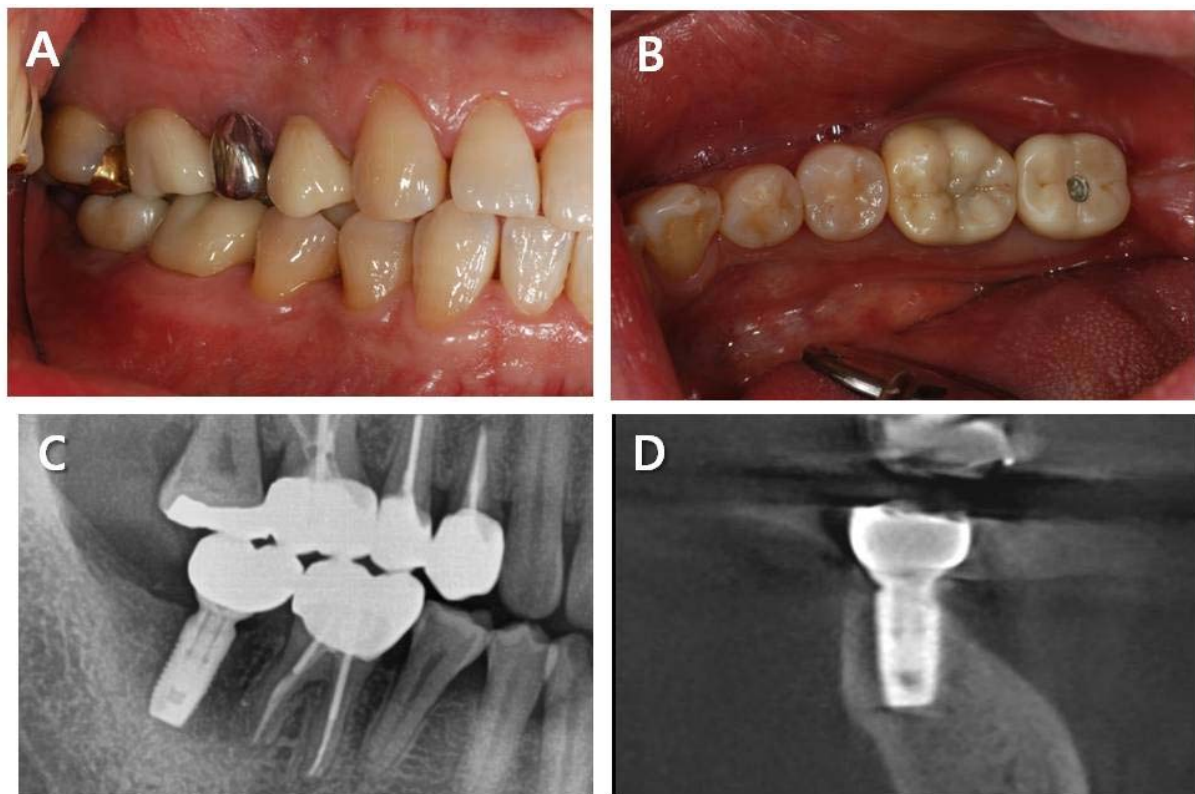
The final restoration state (A, B) intraoral photographs, (C, D) radiographic photographs.
